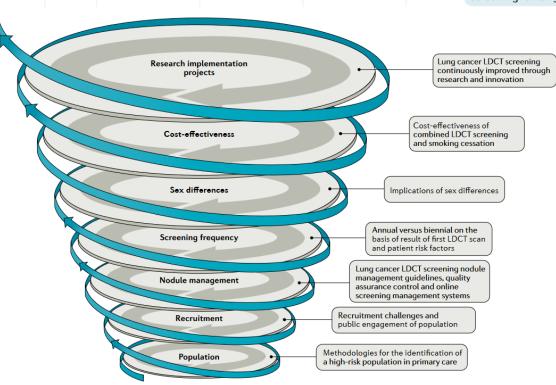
Screening Planning and Implementation RAtionale for Lung cancer. Herein, we present a framework to define the scope of future implementation research on lung cancer screening programmes, referred to as Screening Planning and Implementation RAtionale for Lung cancer (SPIRAL). LDCT, low-dose computer tomography.
